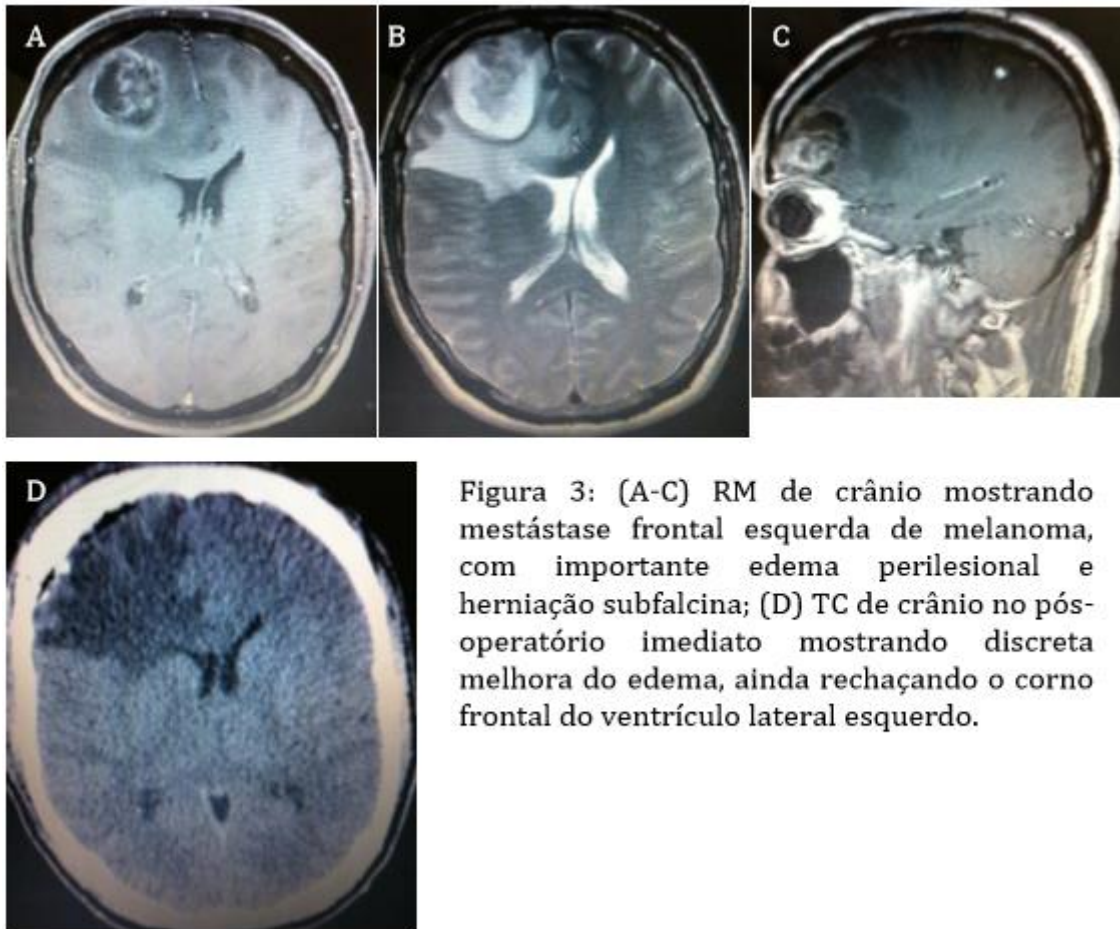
(A-C) RM de crânio mostrando metastase frontal esquerda de melanoma, com importante edema perilesional e herniação subfalcina; (D) TC de crânio no pós-operatório imediato mostrando discreta melhora do edema, ainda rechaçando o corno frontal do ventrículo lateral esquerdo.
